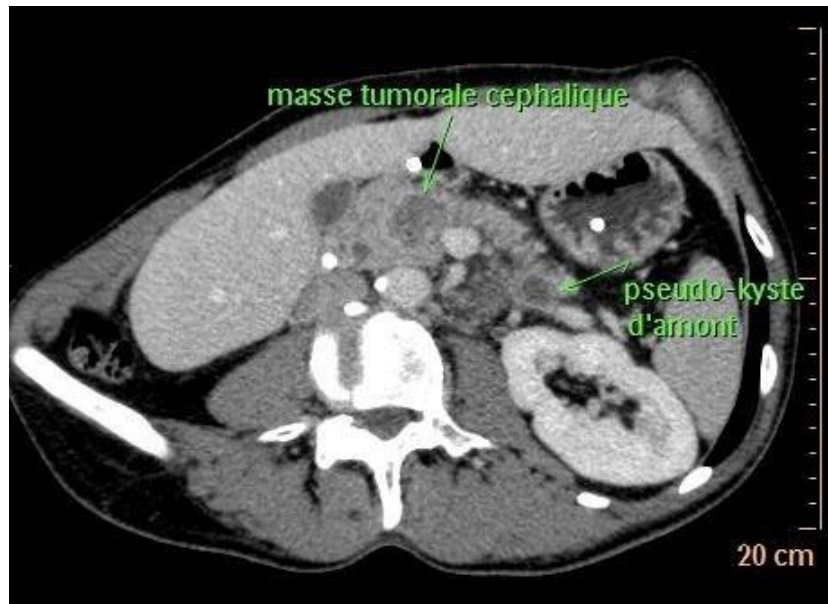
TDM en faveur d'un adénocarcinome pancréatique [55].
